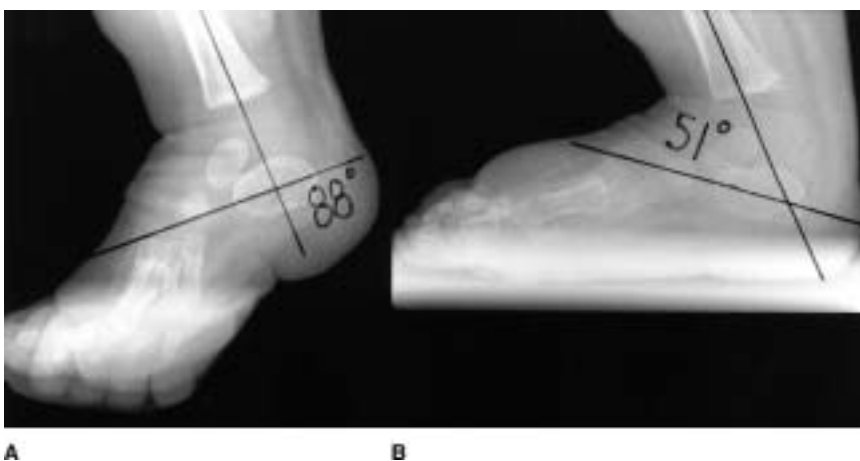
A, Radiografía lateral de un niño de 7 semanas de edad, en la que se aprecia la dorsiflexión forzada existente antes de realizar la tenotomía de Aquiles. B, Radiografía lateral en la que se aprecia la flexión dorsal del mismo pie 3 semanas después, tras retirar el yeso postoperatorio. Nótese la mejora del ángulo tibiocalcáneo.
